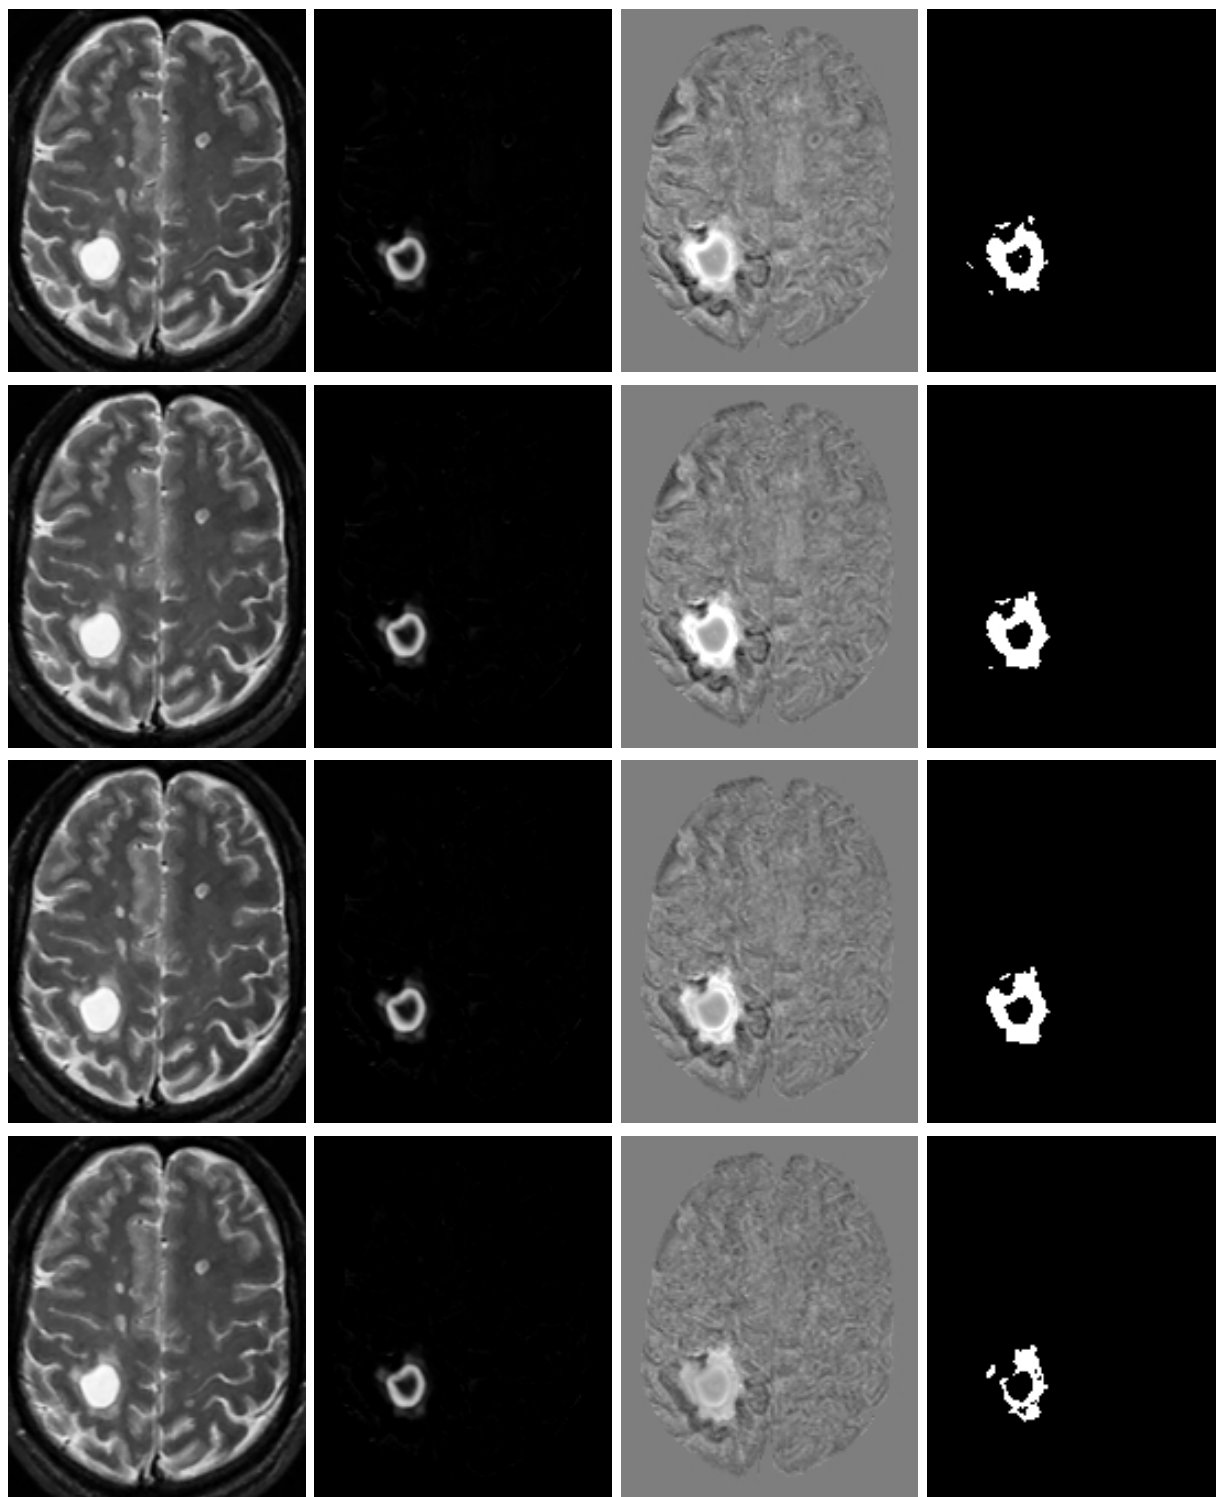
Résultats sur semaines 5 à 8 de la série BW, présentés sur une deuxième coupe axiale de l'IRM (voir figure 7.33). De gauche à droite : l'image originale à l'instant d'acquisition fixé ; l'image du paramètre  $\beta_1$  ; la carte en  $t$  ; l'image des groupes supraseuils ( $t \geq 4,45$ ) significatifs (taille du groupe  $\geq 10$ ) à cet instant.
